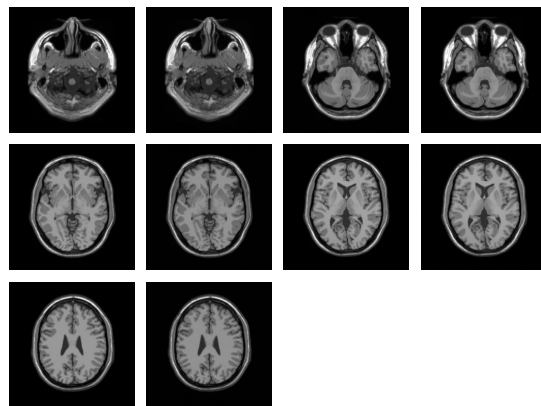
Radial image reconstruction of T1-weighted image using 80 projections in the absence of noise
